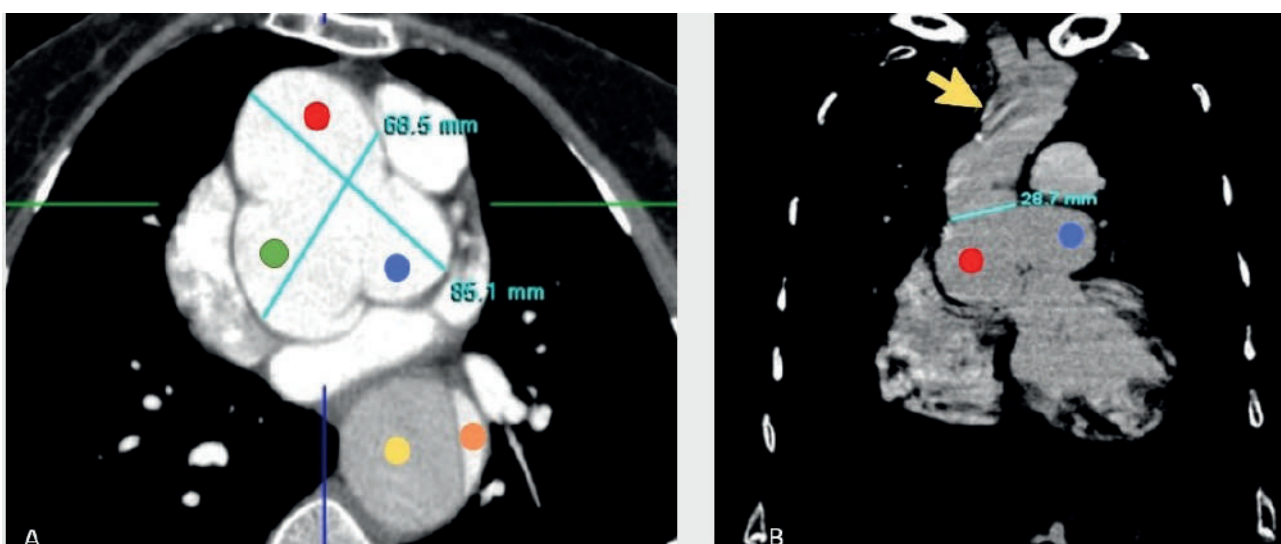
A, B, The patient with Marfan syndrome and chronic Type A AAD. CT-scans after SCAR and resuspension of AV (DHCA + SACP). Sinus Valsalva aneurysm: right coronary sinus (red circle), left coronary sinus (blue circle), noncoronary sinus (green circle). A, The intimal flap, true (orange circle) and false lumen (yellow circle). CECT image. B, The coronal reformatted image. The Dacron aortic prosthesis 28 mm in diameter (yellow arrow)
